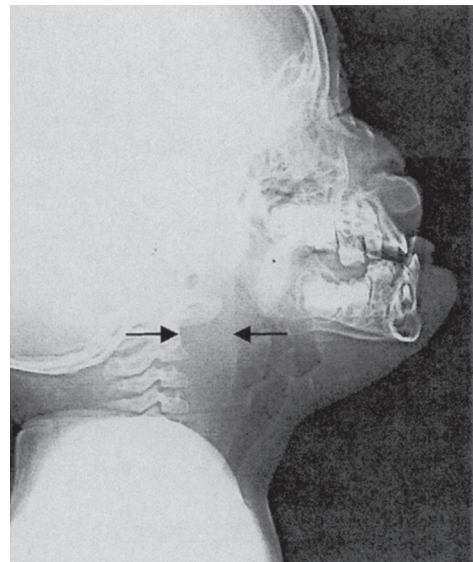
X-ray on the first examination.
